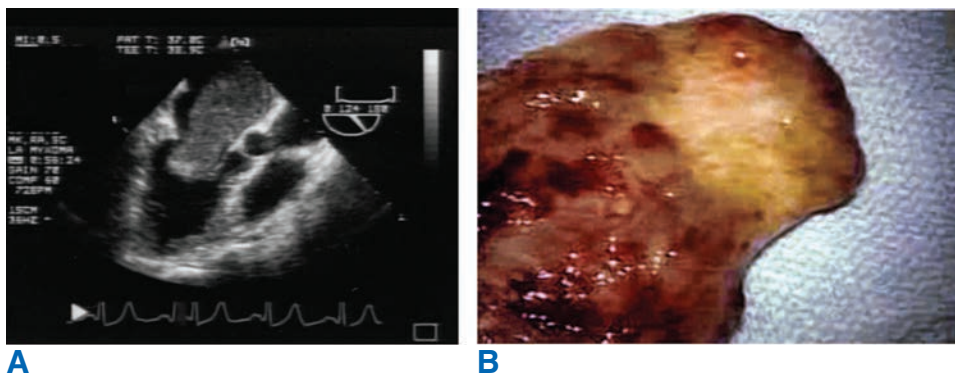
Mixoma masivo de la aurícula izquierda. A. Ecocardiograma transtorácico de una masa auricular izquierda de gran tamaño, diagnosticada antes de la operación como un mixoma auricular izquierdo. Se puede ver el prolapso de la masa a través del orificio de la válvula mitral y ocasionando síntomas intermitentes de estenosis mitral. B. La pieza resecada. Claramente está delimitado el cuello de la masa que estaba obstruyendo el orificio mitral.
